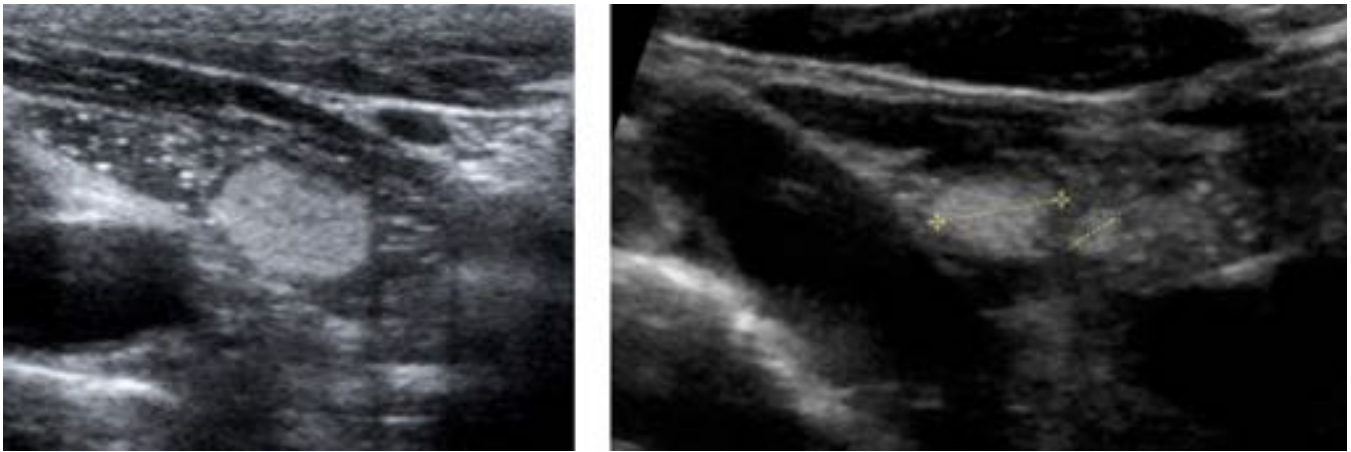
Ecografía que muestra la presencia de restos tímicos con tres nódulos hiperecogénicos en su interior, infracentimétricos y bien delimitados
